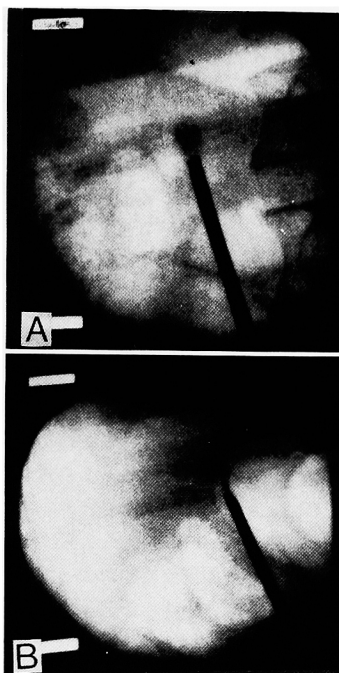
症例7の術中イメージ像. A: 超音波破砕前. B: 超音波破砕中の写真.
